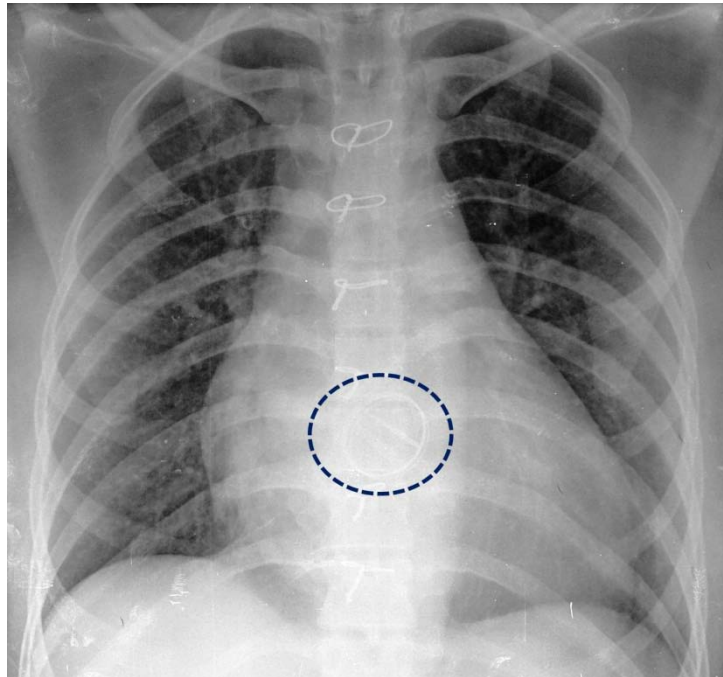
Radiographie thoracique de face objectivant une prothèse valvulaire cardiaque (pointillée), une cicatrice de sternotomie avec un syndrome alvéolaire et un infiltrat modéré au niveau basique du parenchyme pulmonaire.
